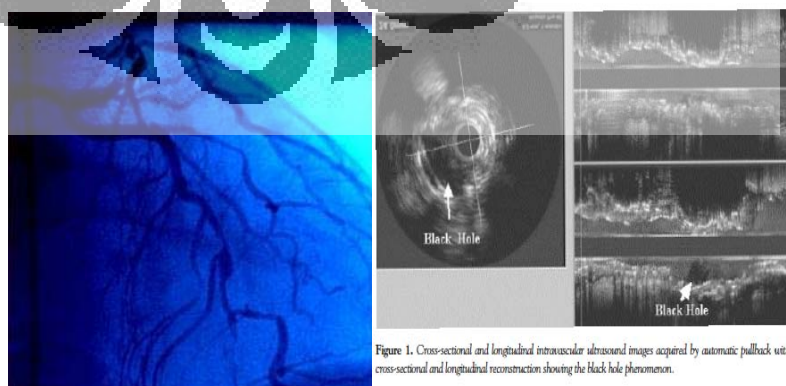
Cross-sectional and longitudinal intravascular ultrasound images acquired by automatic pullback with cross-sectional and longitudinal reconstruction showing the Black hole phenomenon.
